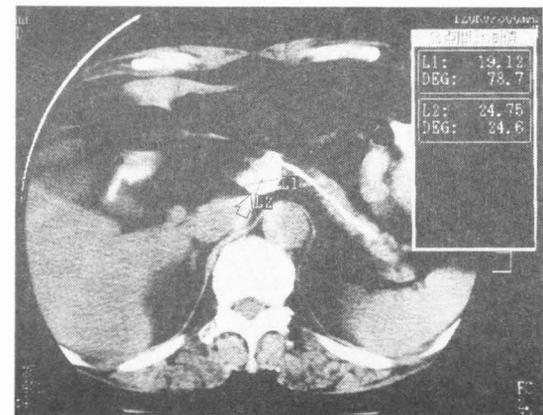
症例2のERCP後CT：膵体部に内腔に突出する膵嚢胞（▽）を認める。尾側主膵管も造影されている。
